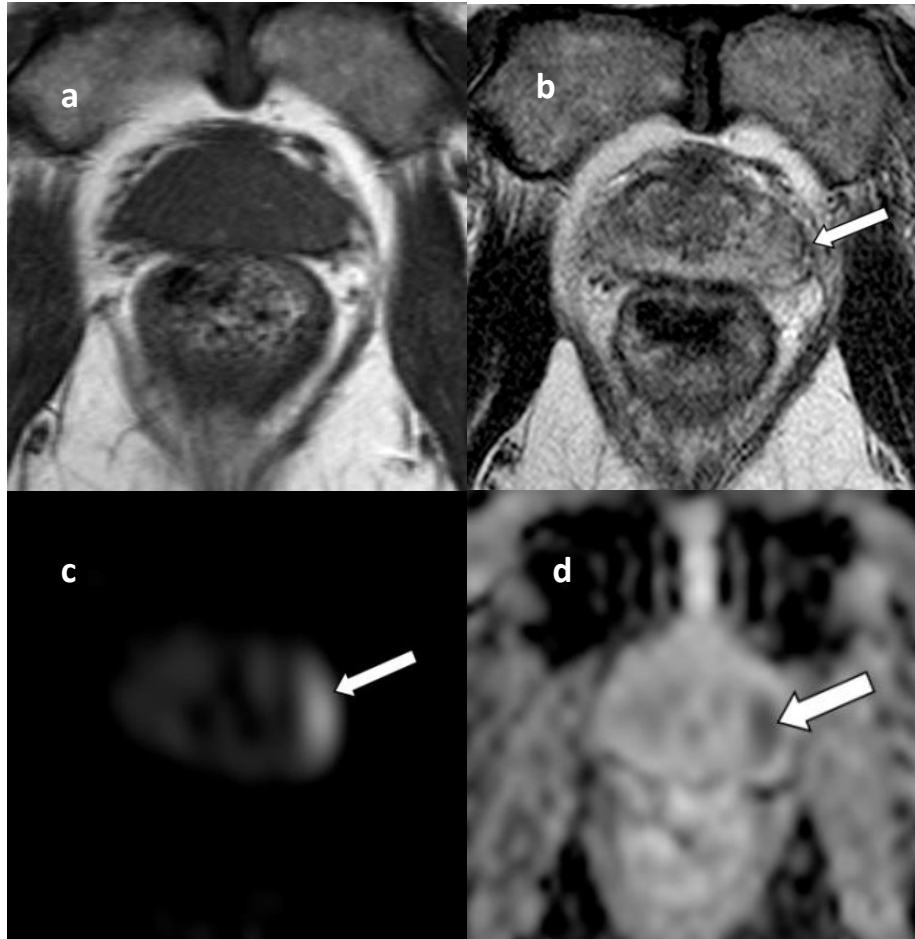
Doente de 63 anos com CaP na ZP esquerda. a) Em T1w próstata com sinal intermédio uniforme; b) T2w visualiza-se zona de hiposinal irregular na ZP esquerda compatível com uma possível lesão; c) DWI em b2000 s/mm² apresenta região com hipersinal indiciando restrição; d) Mapa ADC estimado com b50,2000 s/mm² indicando zona da lesão com hiposinal. Valor médio de ADC médio $0.68 \times 10^{-3} \text{ mm}^2/\text{s}$.
